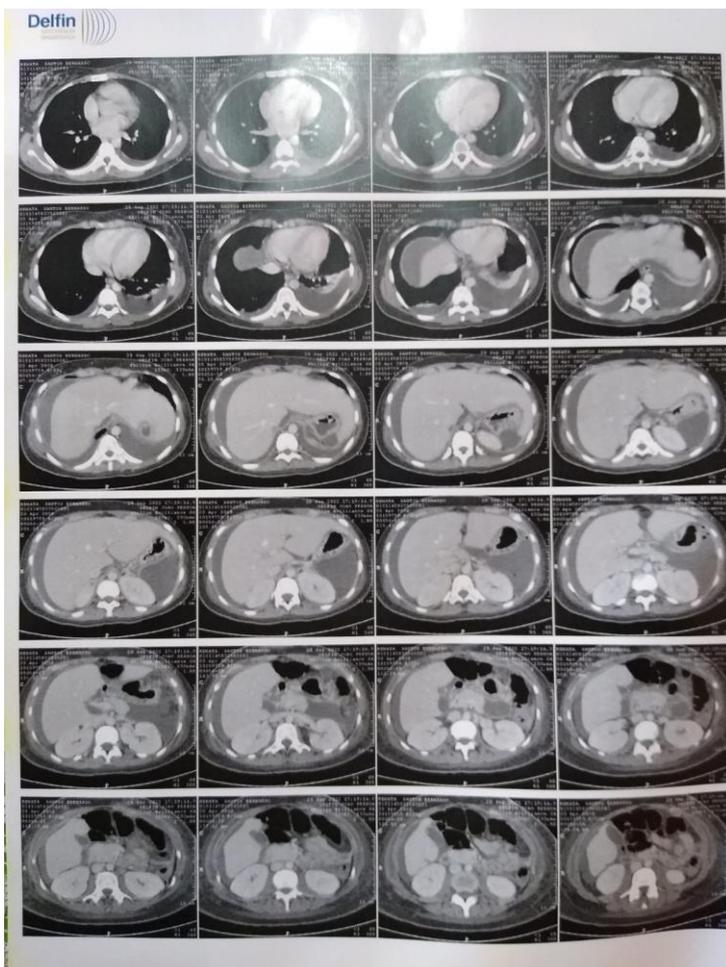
Tomografia de abdome com contraste evidenciando coleção líquida encapsulada em hipocôndrio esquerdo.
